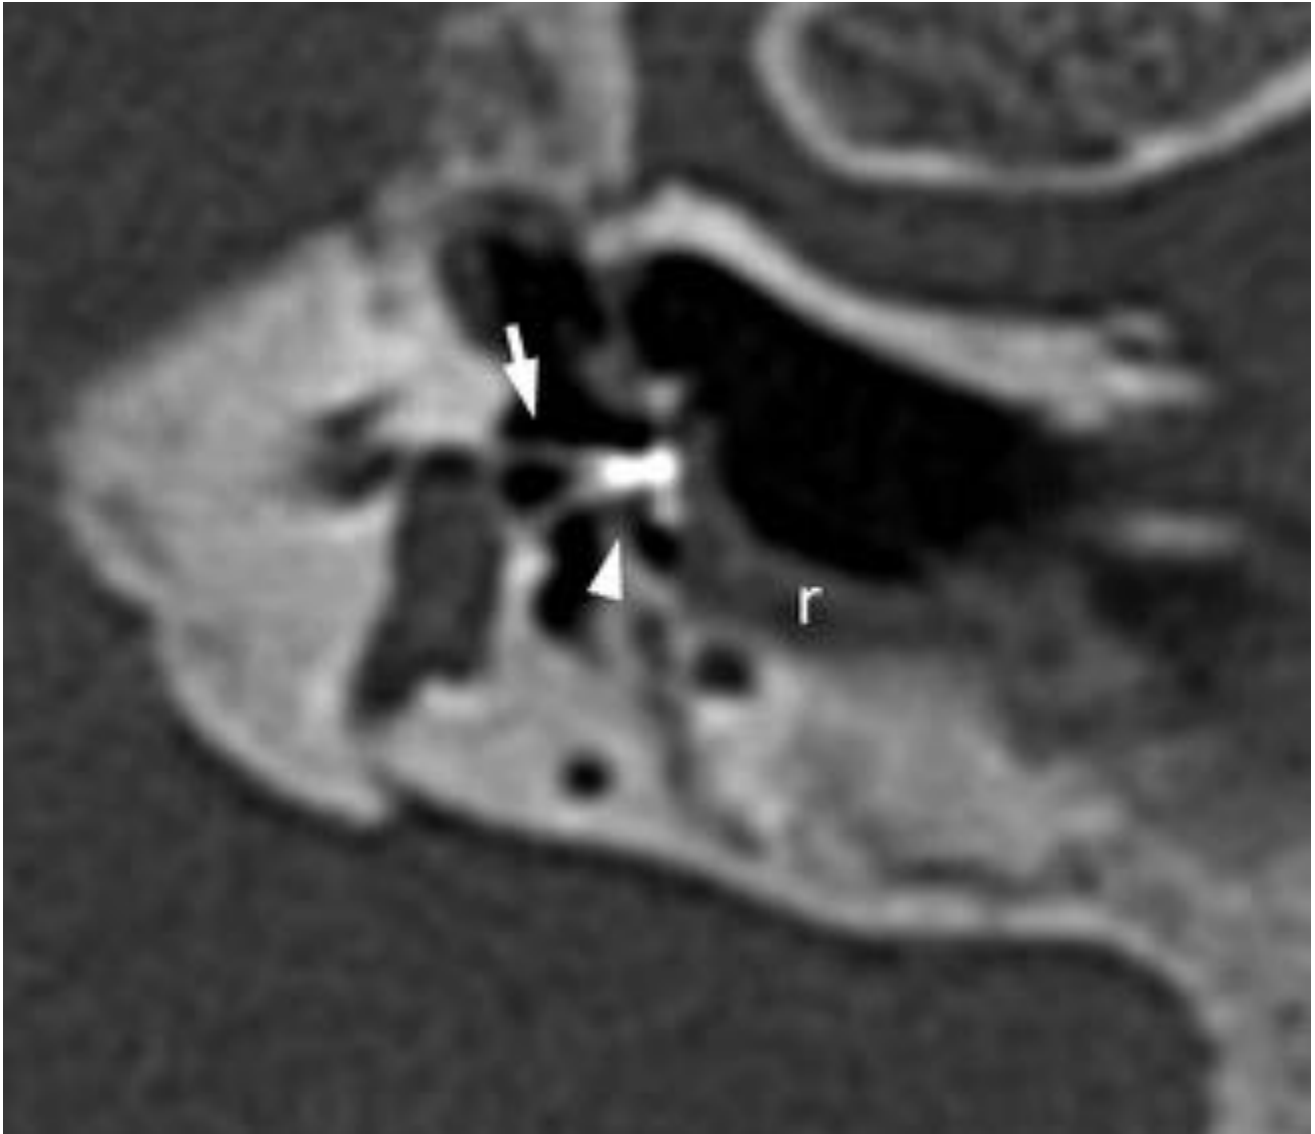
Imágenes de dos reconstrucciones multiplanares de TC del oído medio derecho (A) e izquierdo (B) que muestran la correcta situación de sendas prótesis de estribo.
